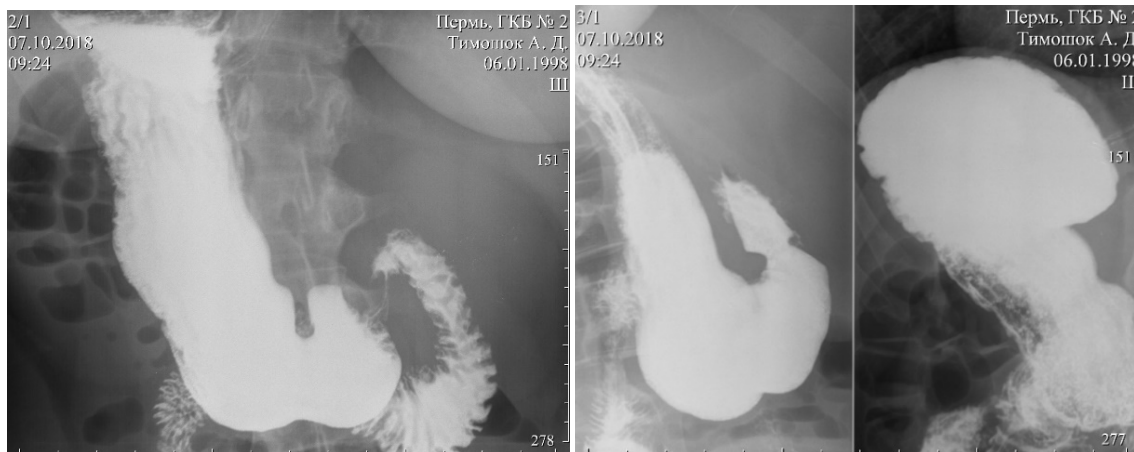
Рентгеноскопия органов брюшной полости
